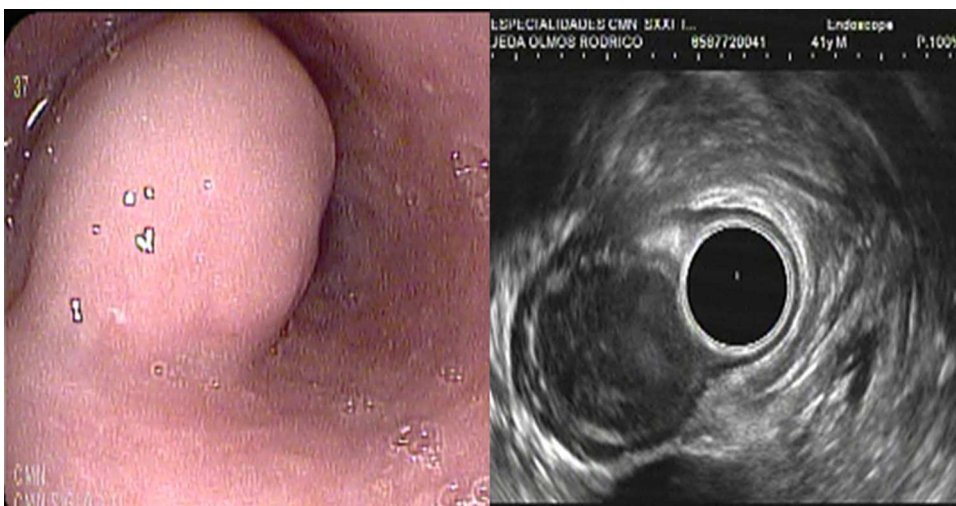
Visión endoscópica y ultrasonográfica de la lesión en esófago de 21 × 25 mm.
